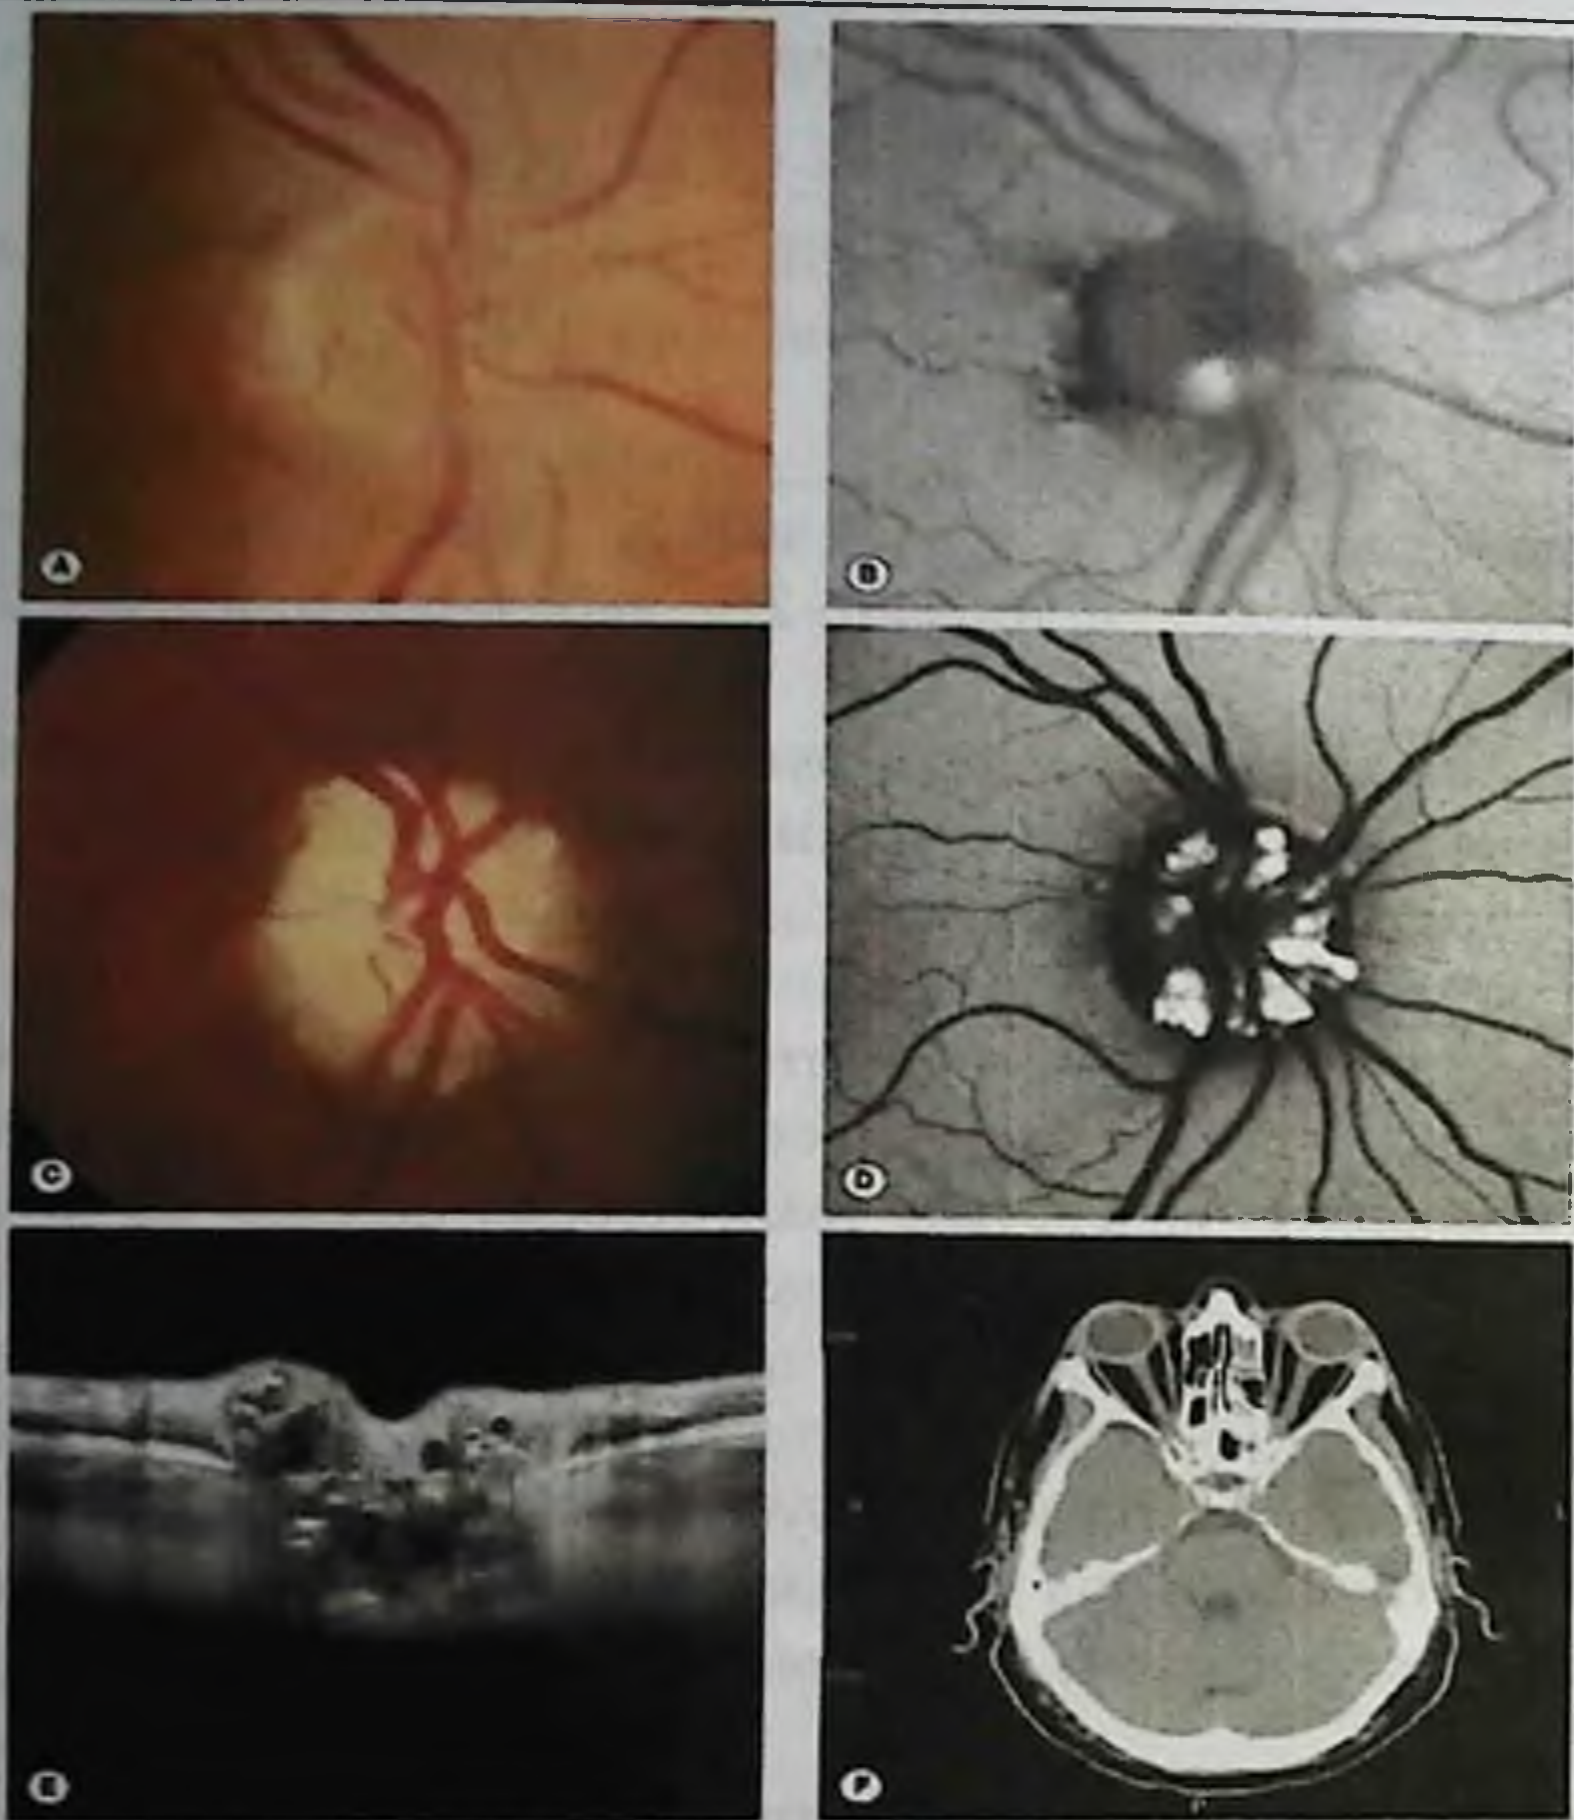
На данном рисунке представлены: А) погружные друзы, В) аутофлуоресценция глазного дна при погружных друзах, С) поверхностные друзы, D) аутофлуоресценция глазного дна при поверхностных друзах, Е) скан ОКТ, F) аксиальный срез на КТ орбиты на уровне диска зрительного нерва, демонстрирующие очаговые кальцификаты на головке зрительного нерва
